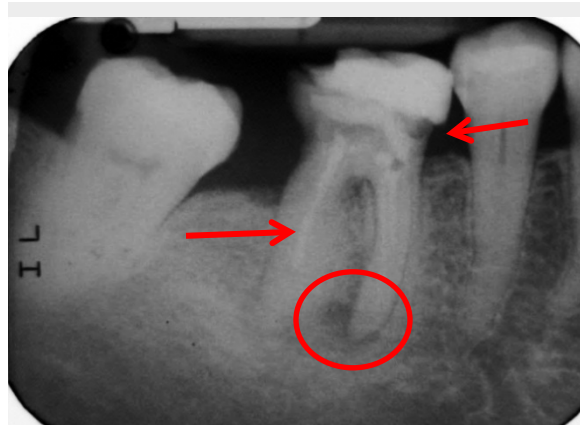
Radiografía de zona de molares inferiores, donde en el primer molar observamos una zona radiolúcida por debajo de la restauración. Además de una zona radiopaca en el conducto radicular, tratamiento de conductos corto y una zona radiolúcida en el ápice de la raíz mesial del 1° molar.
